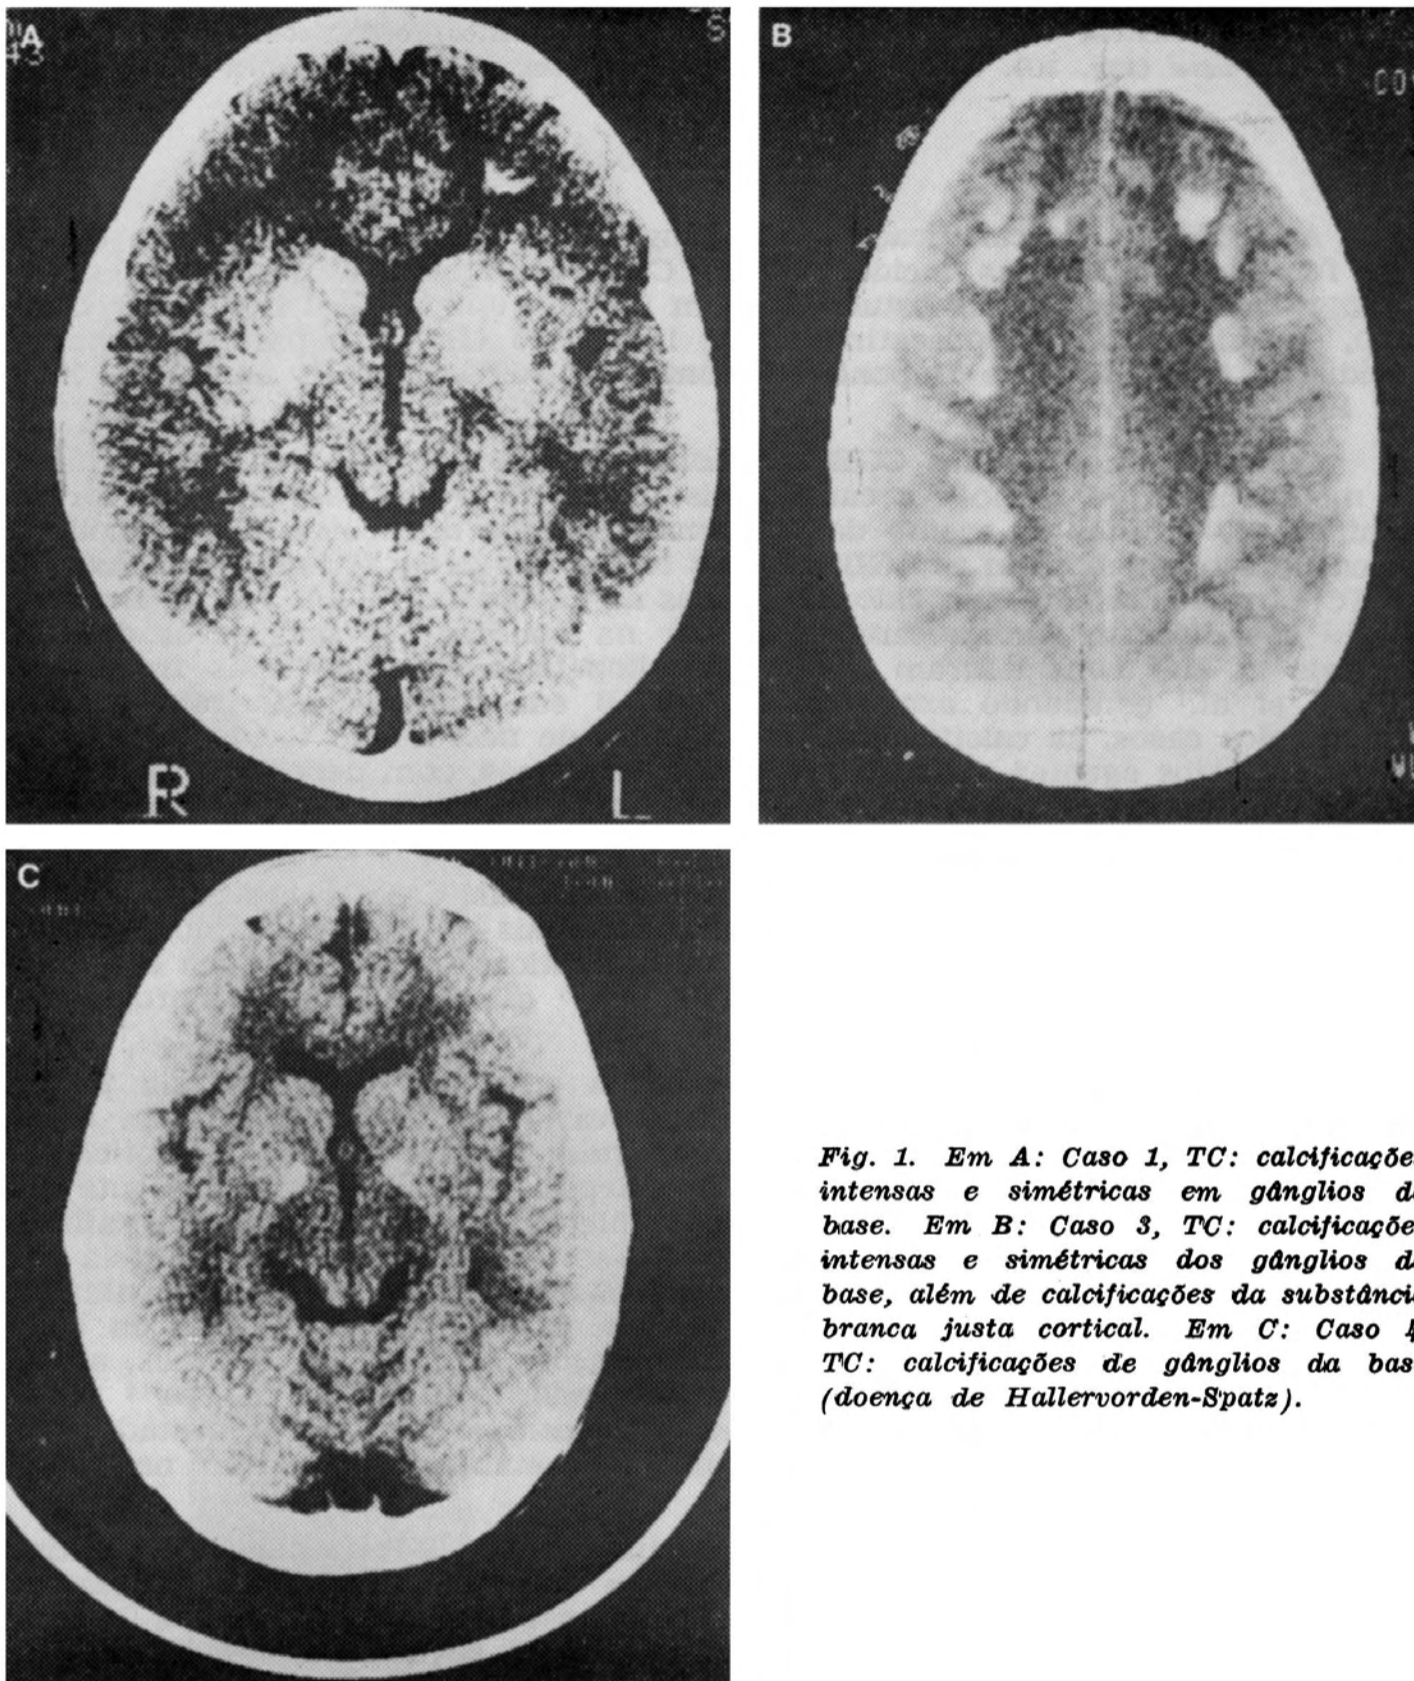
Em A: Caso 1, TC: calcificações intensas e simétricas em gânglios da base. Em B: Caso 3, TC: calcificações intensas e simétricas dos gânglios da base, além de calcificações da substância branca justa cortical. Em C: Caso 4, TC: calcificações de gânglios da base (doença de Hallervorden-Spatz).
